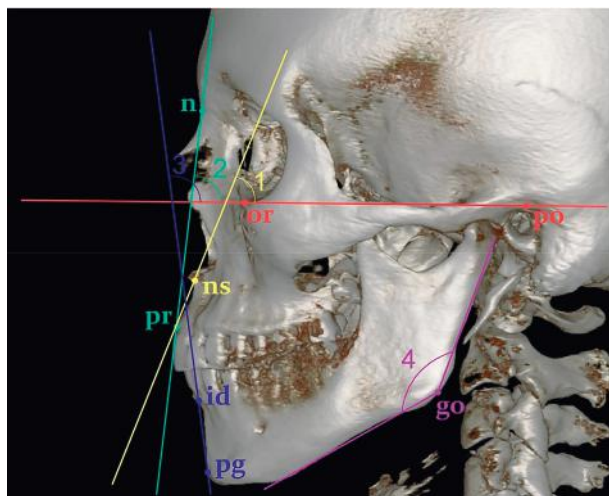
Determination of angular parameters (dimensions) of the cranium. Designations: 1 – angle of the APM; 2 – angle of the TF; 3 – angle of the MP; 4 – RM.
